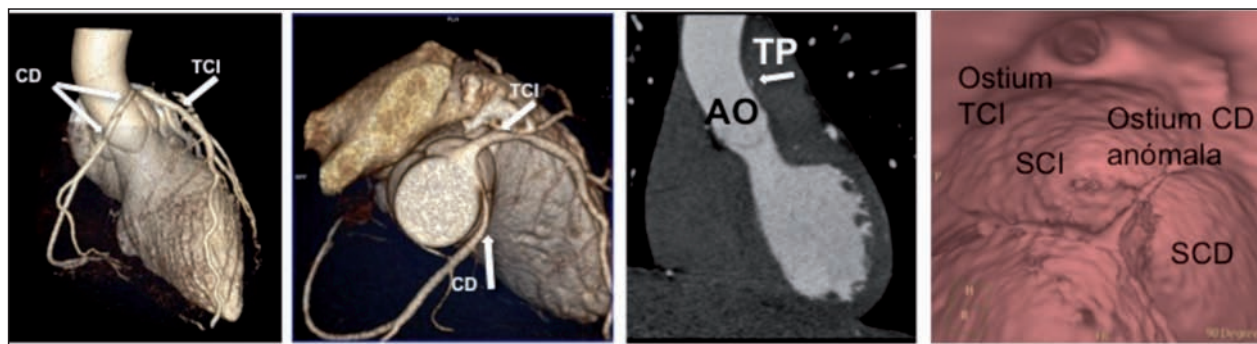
TC de 128 cortes y doble fuente con adquisición FLASH. La arteria coronaria derecha (CD) se origina del seno coronario izquierdo (SCI) con trayecto interarterial y curso intramural y con ostium anormal (hendidura). AO: Aorta; TP: tronco pulmonar; SCD: seno coronario derecho.
